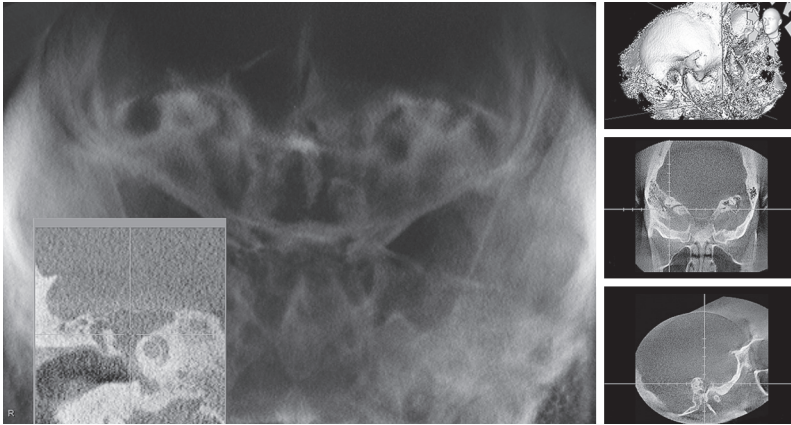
Конусно-лучевые компьютерные томограммы височных костей больной с острым правосторонним средним отитом и шванномой пирамиды височной кости
